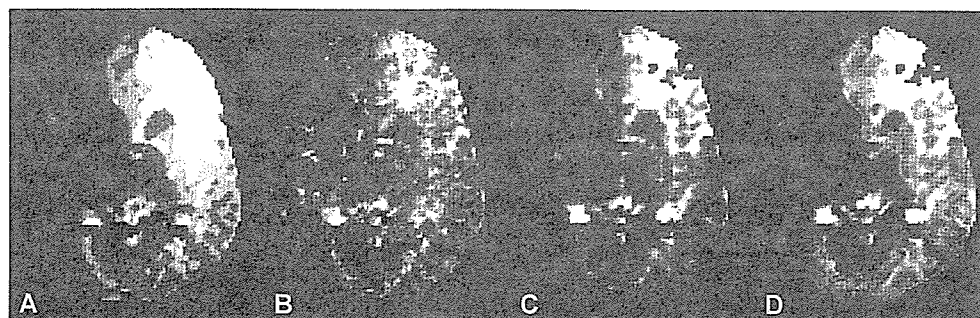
MRI灌流強調画像のアルゴリズムによる差異(左内頸動脈閉塞)
